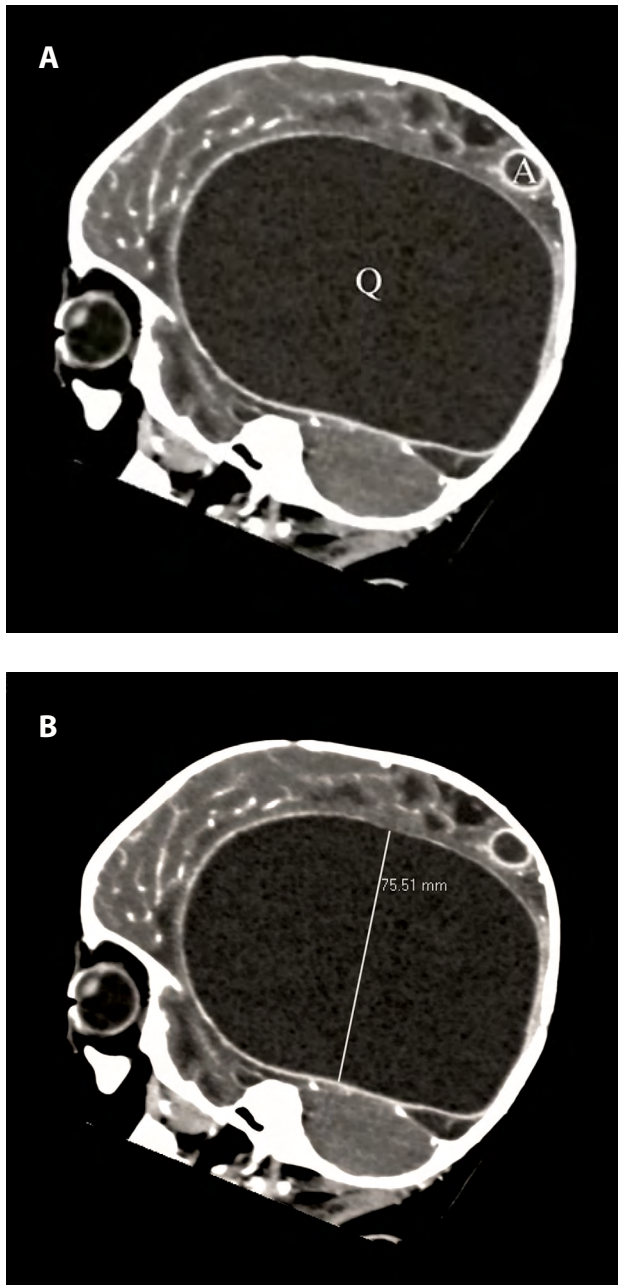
Tomografía cerebral sagital que muestra una extensa lesión quística (Q) y otra lesión quística adyacente de menor tamaño (A) en la región parietal posterior. El panel A muestra las lesiones quísticas, y el panel B muestra la medida craneocaudal del quiste principal (75,51 mm).
